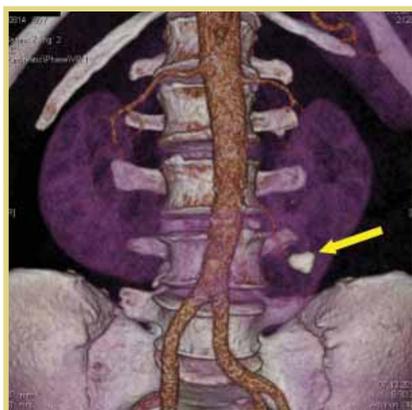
Пациент Б.; МСКТ органов брюшной полости; камень лоханки левой половины ПП (указан стрелкой)
